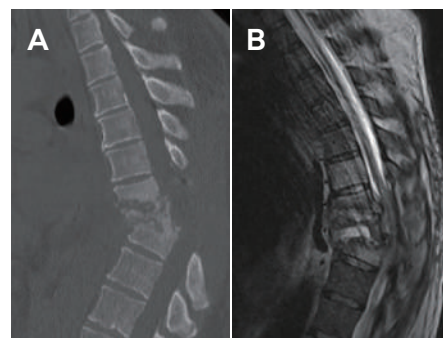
CT (A) およびMRI (B) による後弯変形 (kyphotic deformity) の左側面像
